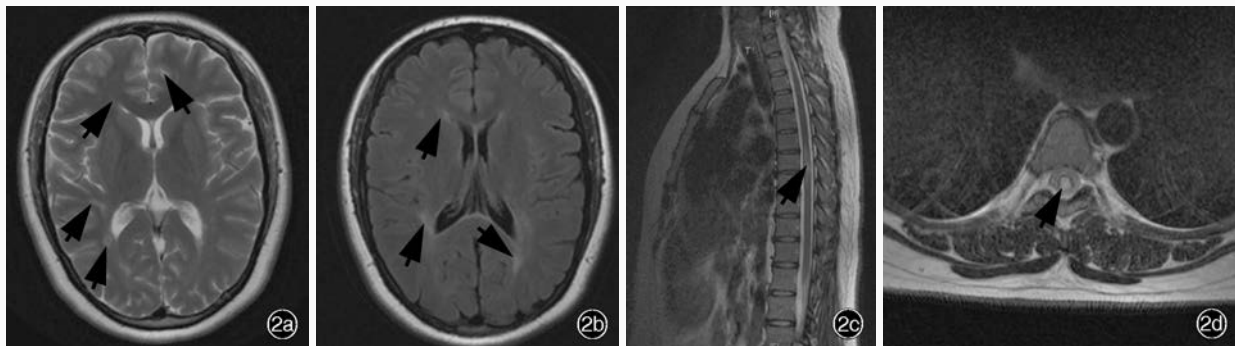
头部和胸髓MRI检查(2014年2月)所见 2a 头部横断面T₂WI显示双侧侧脑室周围多发斑片样高信号(箭头所示) 2b 头部横断面T₂-FLAIR成像显示双侧侧脑室周围多发斑片样高信号(箭头所示) 2c 胸髓矢状位T₂WI显示T₇₋₈水平髓内异常斑片样高信号(箭头所示) 2d 胸髓横断面T₂WI显示T₇₋₈水平髓内异常斑片样高信号(箭头所示)
